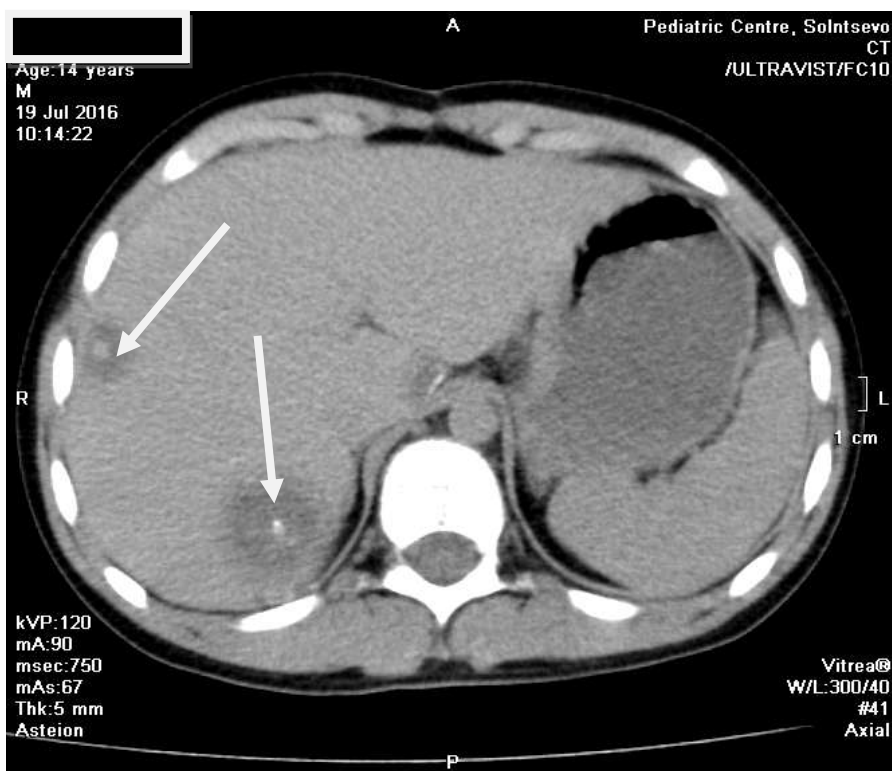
Компьютерная томография ребенка Я., 14 лет. Стрелками обозначены участки опухолевого поражения в правой доле печени.
